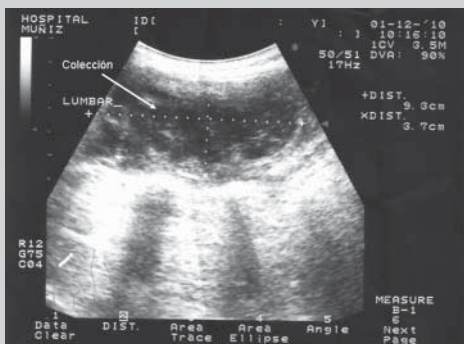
Ultrasonografía que muestra colección líquida en región dorsolumbar izquierda en contacto con plano óseo
